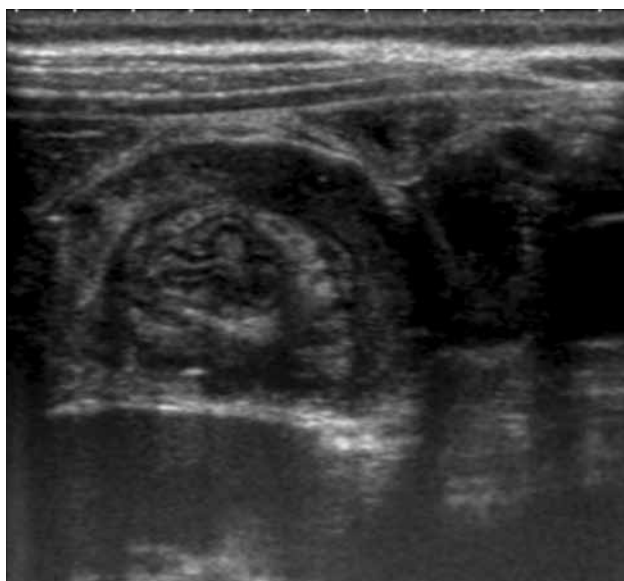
Ecografía de una invaginación intestinal íleo-cólica.
